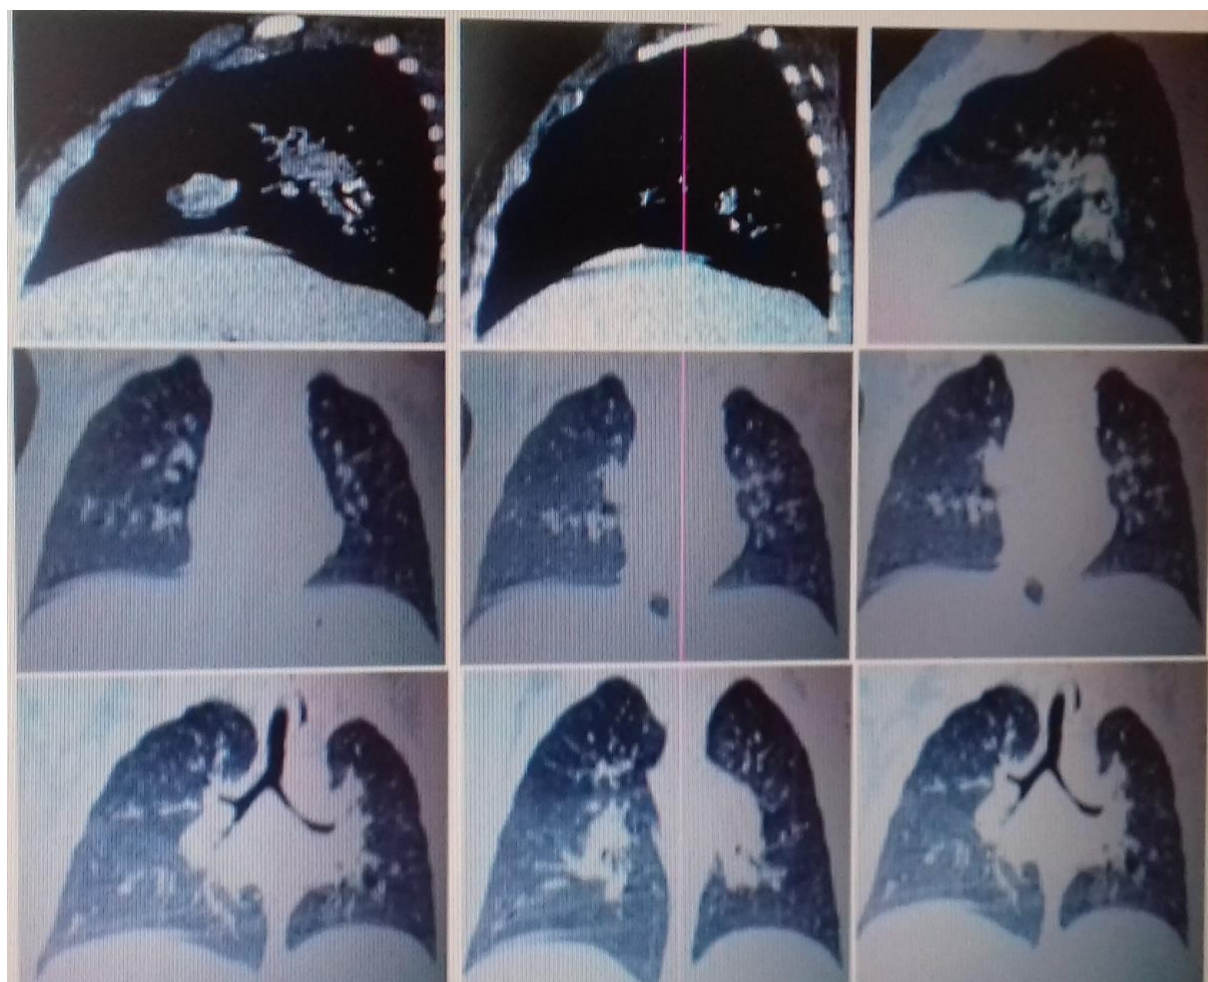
КТ-срезы больного X., 8 лет.
